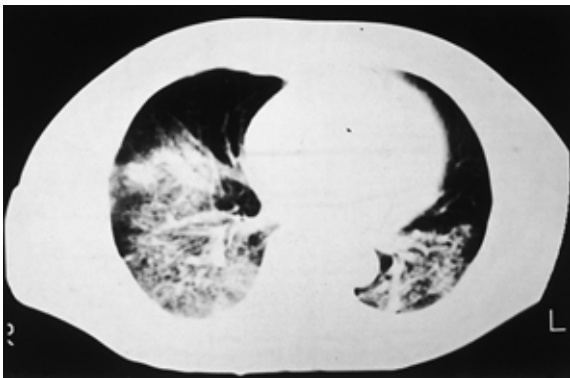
Chest X-ray and CT scan of case 1 on admission, showing consolidation in both lower lobes.
